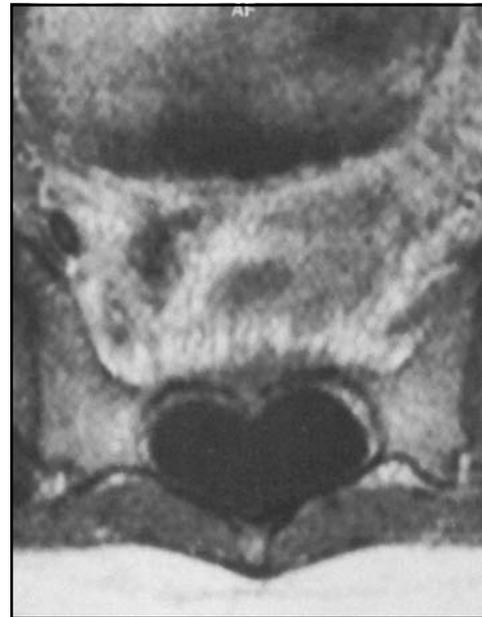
RM da coluna lombo-sacra, corte axial em T1, mostrando imagem hipointensa da meningocele intra-sacral.
